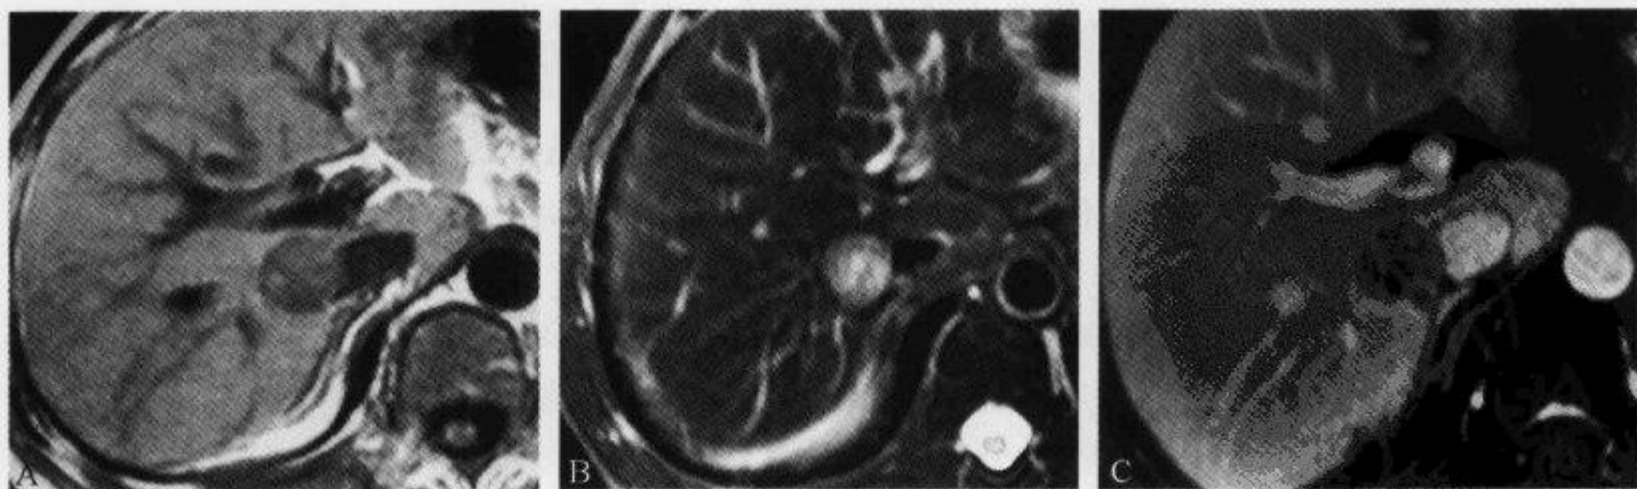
肝细胞癌患者,肝脏 MRI 示“镶嵌征”
